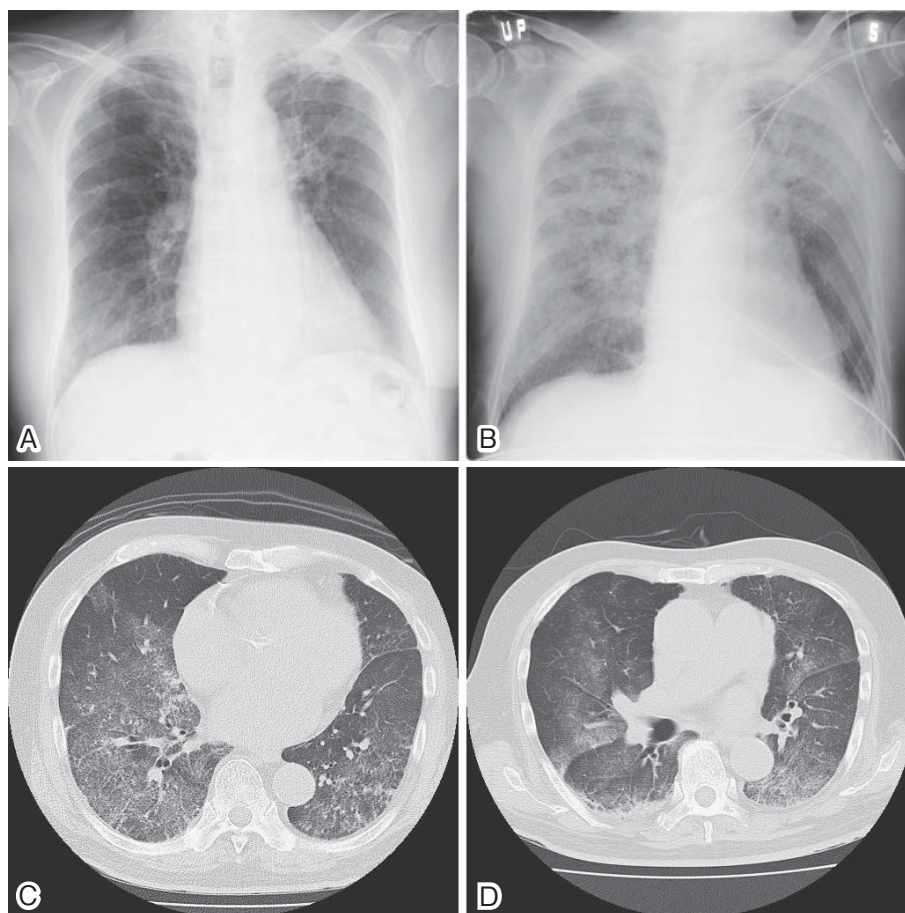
Chest X-ray and computed tomography (CT). (A) Chest X-ray shows infiltration in the left apex area on admission. (B) Chest X-ray on April 11 shows pulmonary edema. (C) Chest CT on April 11 shows bilateral ground glass opacities. (D) Chest CT on April 18 shows that bilateral ground glass opacities were improved.
